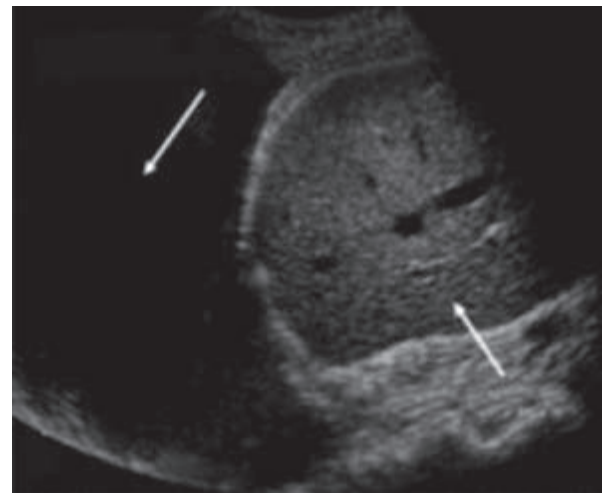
УЗИ плевральной полости справа. Свободная жидкость в плевральной полости (стрелками указаны плевральная полость и печень)
